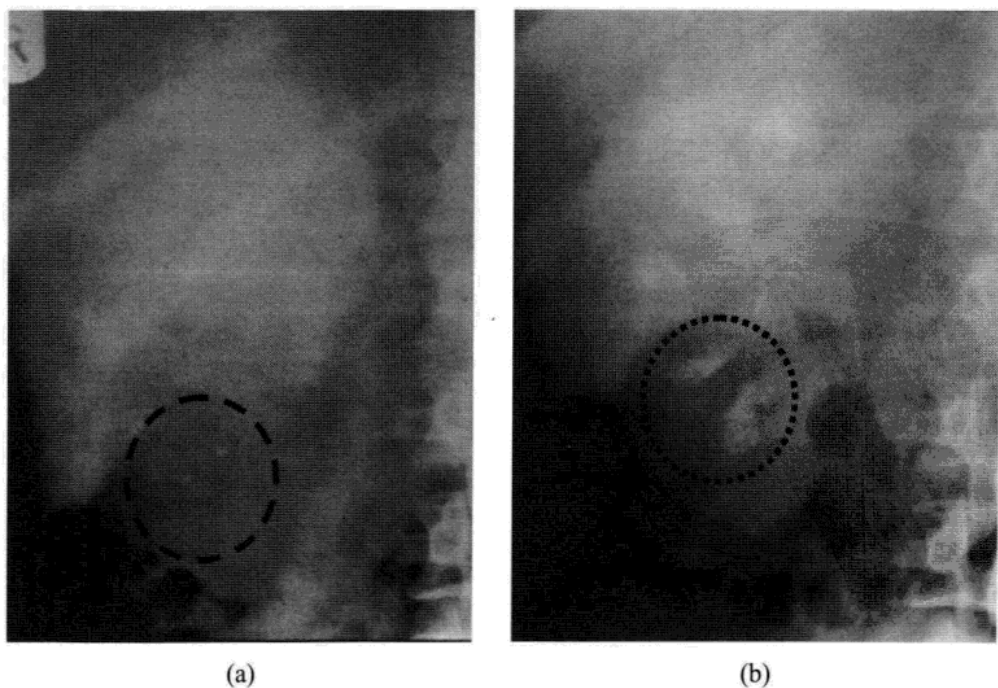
(a) 髓质海绵肾患者腹部平片显示右肾(黑圈)多个小的结石。(b) 同一患者的静脉尿路造影显示肾锥体扩张集合管内对比剂(黑圈)的填充。
